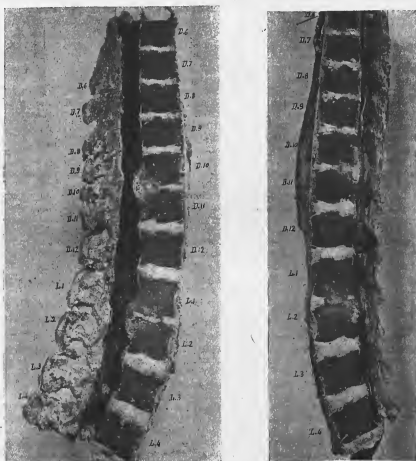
Mal de Pott sans signes radiographiques, sans paraplégie. Section longitudinale para-médiane du rachis, montrant un mal de Pott à double foyer. Début d'abcès froids faisaient saillie dans le canal médullaire au niveau de D10, D11, et destruction du disque adjacent dans son segment postérieur. Même disposition entre L1, L2. (Cas Abr.... 18 ans).
